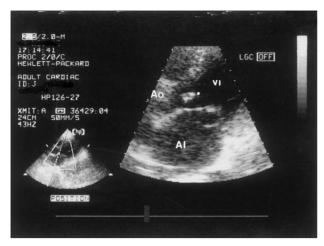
Ecocardiografía transtorácica. Proyección paraesternal (invertida) de eje largo. Se observa una vegetación en la válvula aórtica (asterisco), así como un aneurisma en la valva anterior de la válvula mitral; AI: aurícula izquierda; VI: ventrículo izquierdo; Ao: aorta.
